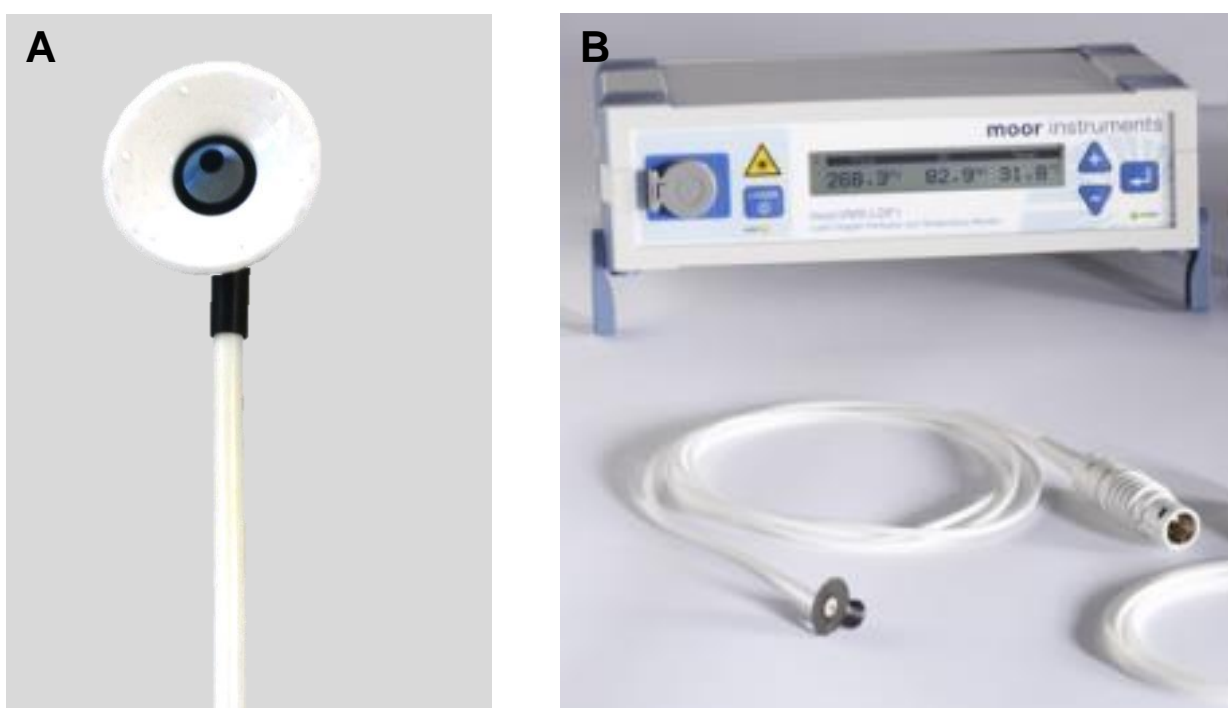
(A) Probe de fibra ótica (Modelo VP1). (B) Probe e sistema Laser Doppler (DP2b, Moor Instruments). Fonte: Moor Instruments (em www.moor.com.uk).
